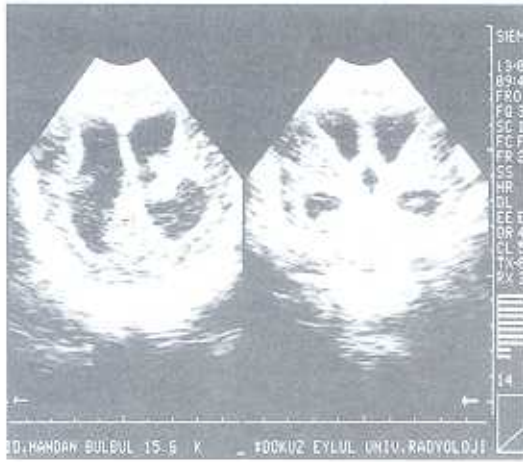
a) İlk USG'de koronal kesitte ventrikül içinde bantlar ve septasyonlar
